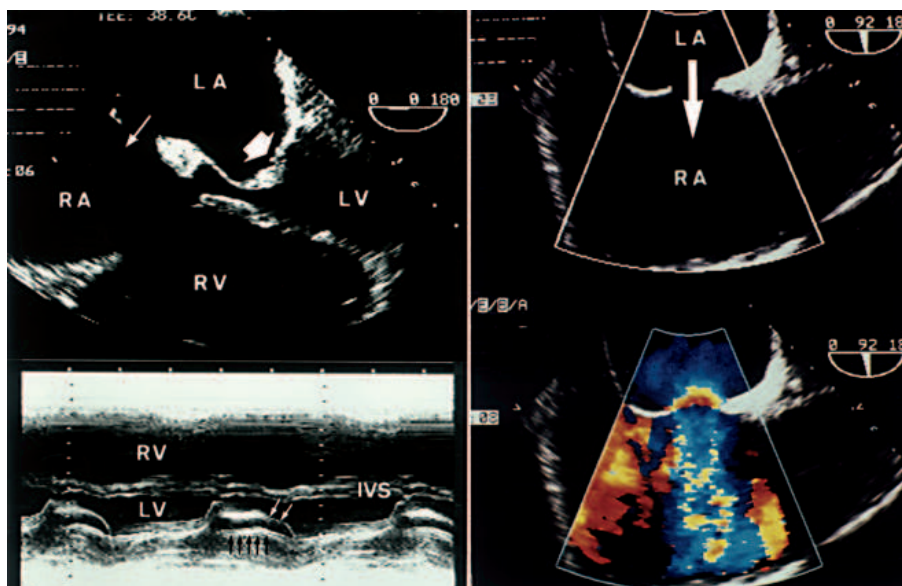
Superior izquierda: ecocardiograma transesofágico, proyección de 4 cámaras. Estenosis de la válvula mitral con doming marcado de la valva anterior. No se aprecia una clara calcificación de la válvula (flecha gruesa). El área valvular mitral calculada mediante la ecuación de continuidad fue de  $1 \text{ cm}^2$ . La comunicación interauricular tipo ostium secundum se aprecia claramente (flecha fina). Inferior izquierda: ecocardiograma transtorácico en modo M, proyección paraesternal de eje largo. Disminución de la pendiente E-F de la valva anterior mitral (flechas blancas) y movimiento anterior de la valva posterior (flechas negras). Dilatación del ventrículo derecho. Superior derecha: visualización de la comunicación interauricular tipo ostium secundum mediante ecocardiografía transesofágica. La flecha pasa a través del defecto desde la aurícula izquierda hasta la aurícula derecha. Inferior derecha: la misma imagen con Doppler-color. En la aurícula derecha se aprecia el cortocircuito izquierda a derecha como un flujo multicolor de alta velocidad con fenómeno de aliasing. En el lado izquierdo del defecto se aprecia la aceleración proximal del flujo con las superficies de isovelocidad en forma de arco iris. El cociente de flujo pulmonar/sistémico fue 2.1; LA: aurícula izquierda; RA: aurícula derecha; LV: ventrículo izquierdo; RV: ventrículo derecho; IVS: septo interventricular.
